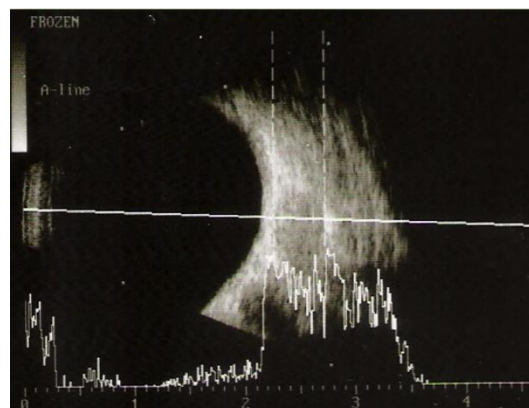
Ecografia ocular do OD. Lesão sólida intracônica, de limites anterior e posterior bem definidos, com refletividade interna média e estrutura homogênea, sem atenuação posterior de sinal.
